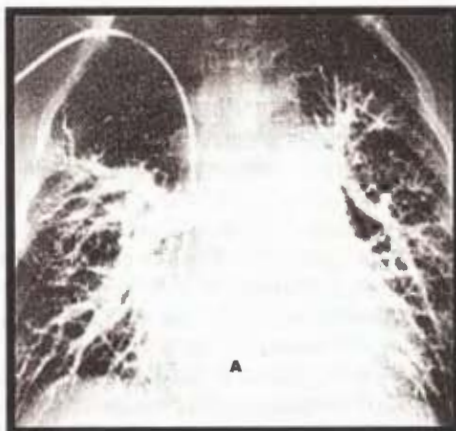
Angiograma (A) y angiotomografía pulmonar (B). Enfermos con AT e involucro asociado con el territorio vascular arterial pulmonar tipo IV; con ausencia de llenado de los vasos del lóbulo superior derecho (A) y adelgazamiento marcado de los vasos del lóbulo superior derecho (B).
